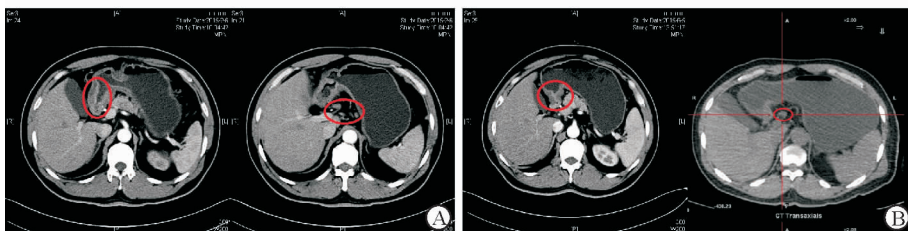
患者治疗前(A)后(B)病灶及淋巴结CT检查结果
